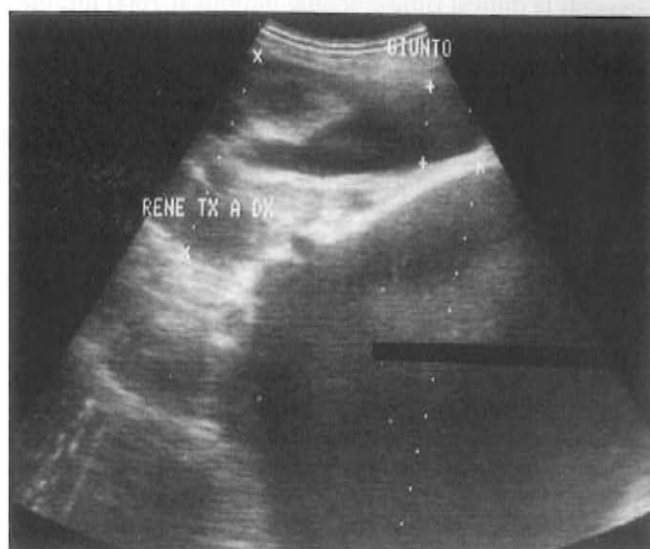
Ecografia pelvica che mostra la dislocazione del rene trapiantato e dell'uretere.
